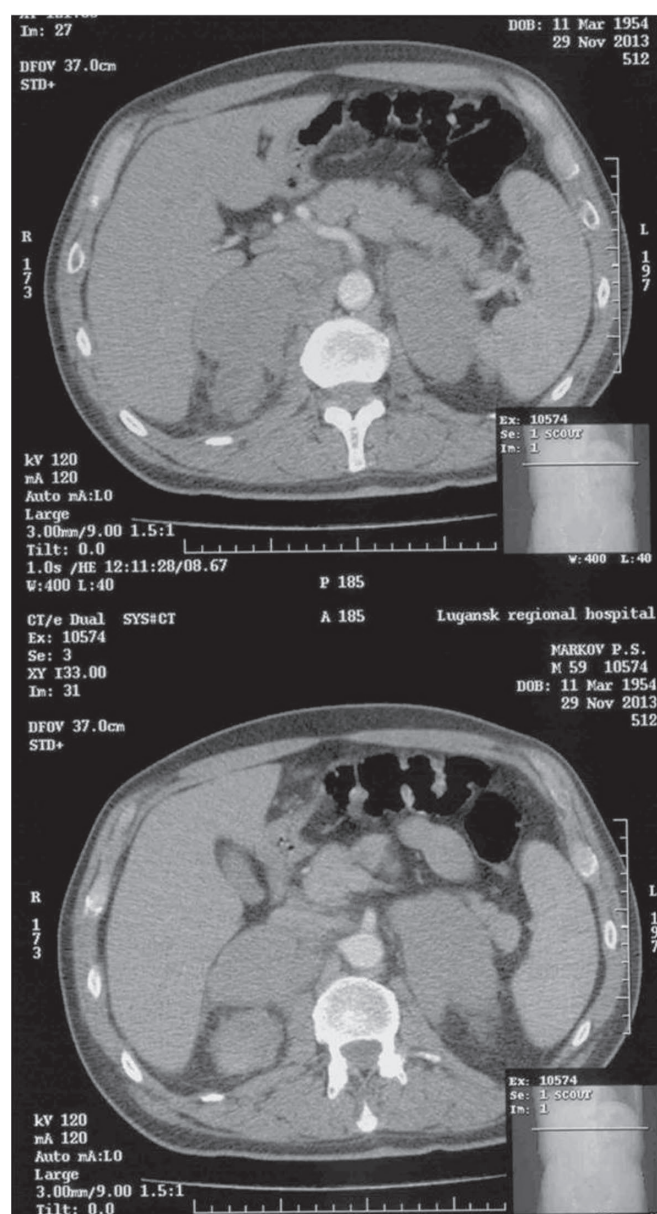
КТ-картина дифузної неходжкінської лімфони НЗ.
